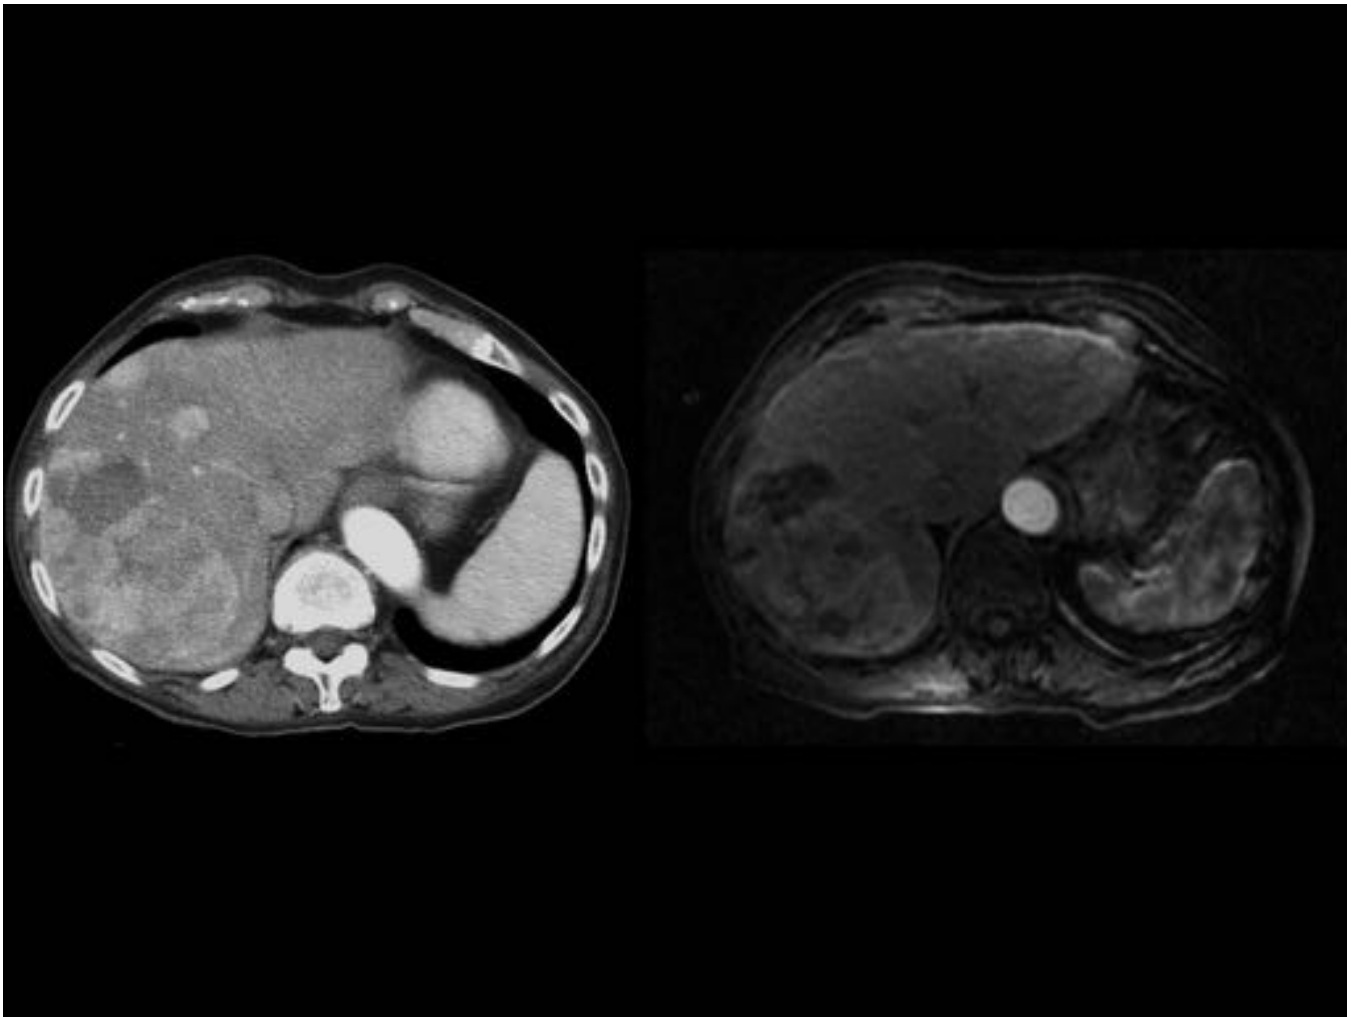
Mismo paciente de las Fig. 7 y 8. Comparación de las imágenes en axial de TC y RM de las metástasis de TNE ileal. Presentan un comportamiento hipervascular en fase arterial precoz y aspecto heterogéneo por la presencia de necrosis tumoral.
